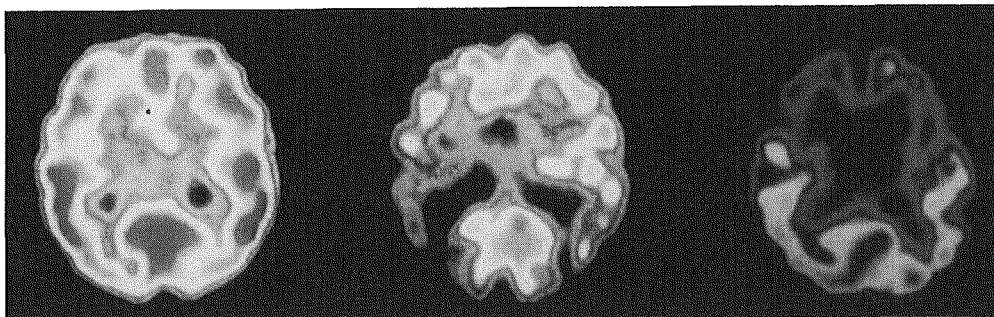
痴呆の鑑別(IMP-SPECT rCBF画像)(左:Control, 中:DAT, 右:MID)
